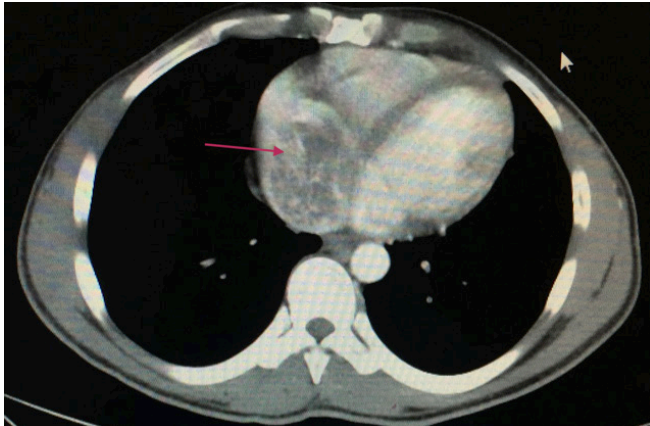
TC de tórax y abdomen.
